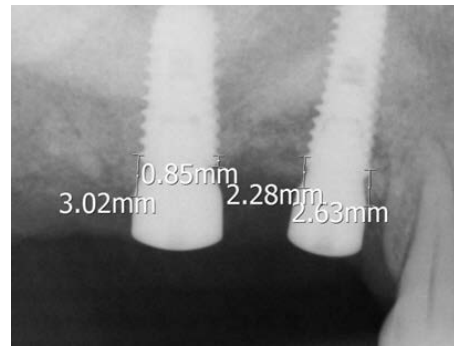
3 months after postoperative periapical radiograph of 50-year old female patient.
